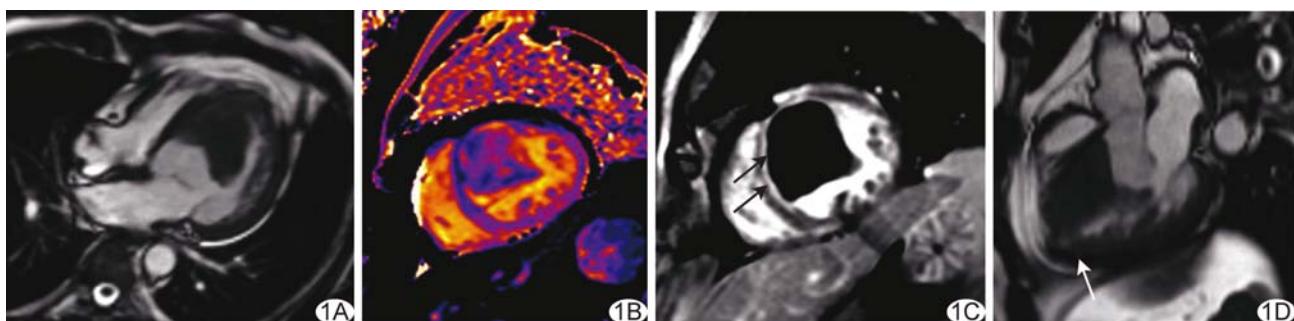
左心室巨大附壁血栓并室壁瘤形成MRI表现 A. MR trufi序列四腔心层面示左心室团状充盈缺损; B. 增强前T1 mapping示血栓附着于室间隔及左心室前壁; C. 延迟强化示血栓附着处心内膜下条状延迟强化,呈高信号(箭); D. MR trufi序列三腔心层面示左心室尖部室壁变薄并局限性突出,可见矛盾运动、室壁瘤形成(箭)
